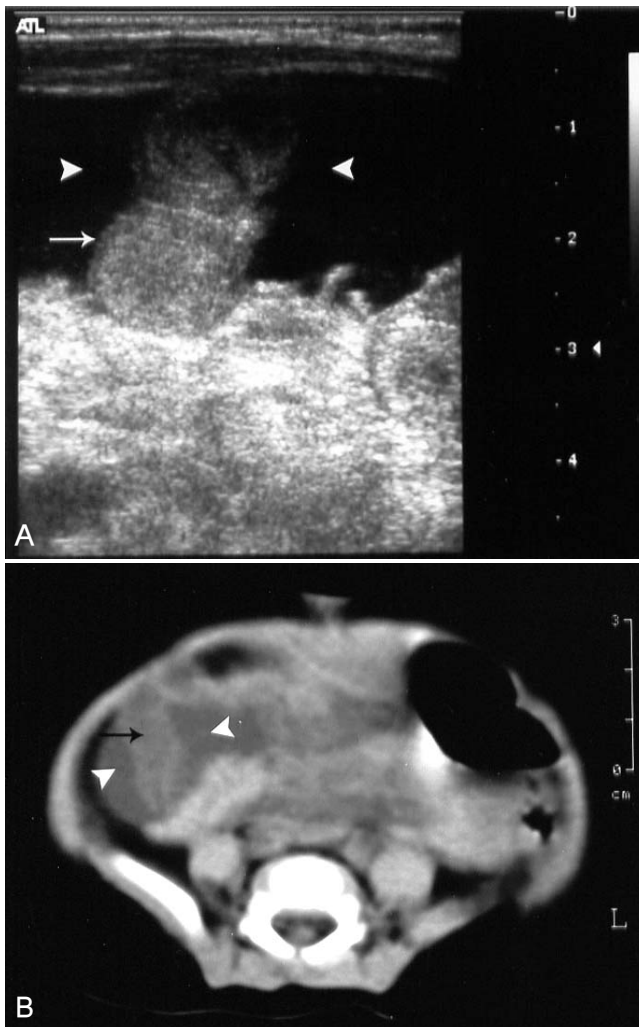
(A) Abdominal sonography of cystic lesion in right lower quadrant. Echogenic particles are suspected from the inside. Inside of this cystic lesion(white arrow head) represents a bowel loop like structure(white arrow). (B) Abdominal CT finding shows cystic lesion(white arrow head) from right lower quadrant, in which a bowel loop like structure(arrow) was seen.
